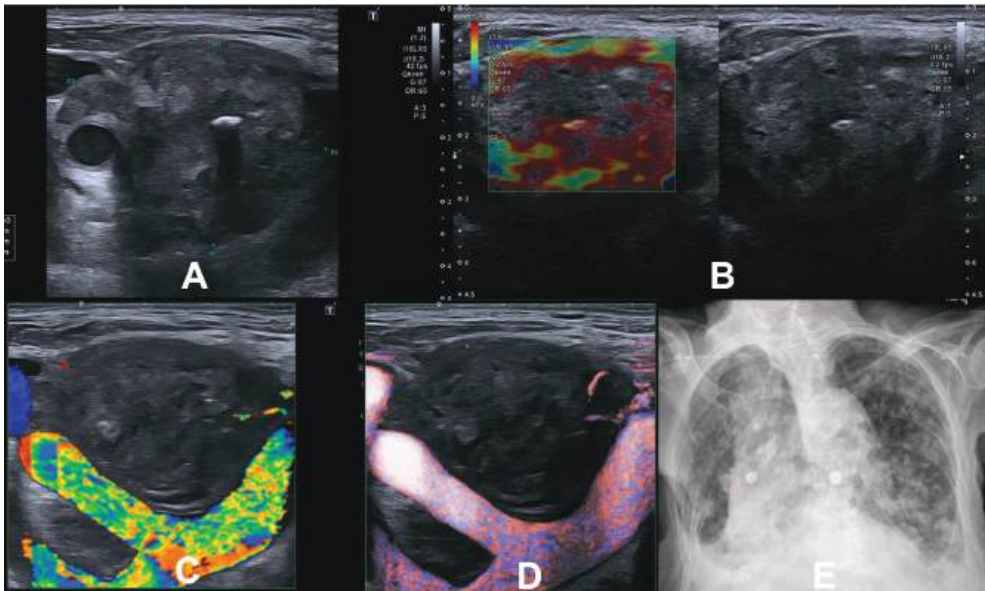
Un mes después de la tercera ablación. A. Sección ecográfica que muestra una reducción del volumen de la lesión, con un buen control local. B. Elastografía que muestra una elevada dureza del tejido tratado, necrótico. C y D. Doppler color y ADF (*Advanced Dynamic Flow*) que muestran una mínima vascularización periférica que indicaría escasa cantidad de tejido viable. E. El buen control local no justificaba que la parathormona siguiera aumentando después de la tercera ablación. Las metástasis pulmonares explicaban esta evolución fatal.
